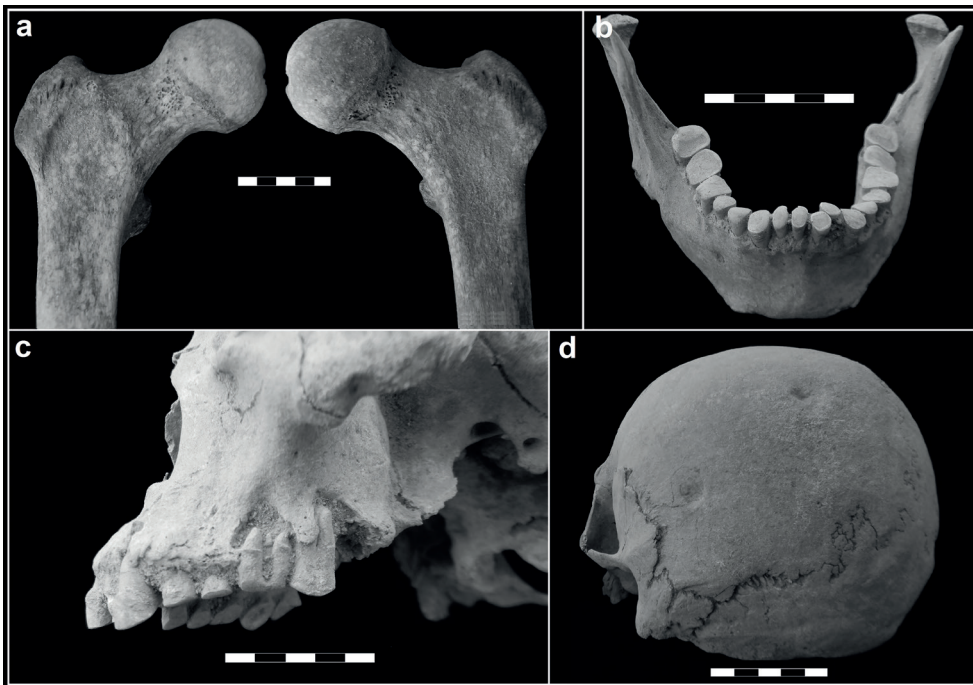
Principales indicadores osteológicos identificados en LP-III. a) cribra femoralis en ambos cuellos de fémur; b) apiñamiento dental anterior leve; c) retracción alveolar generalizada, exposición de la cavidad pulpar y reacción periapical en la dentición posterior; d) traumas localizados y remodelados en parietal izquierdo.
